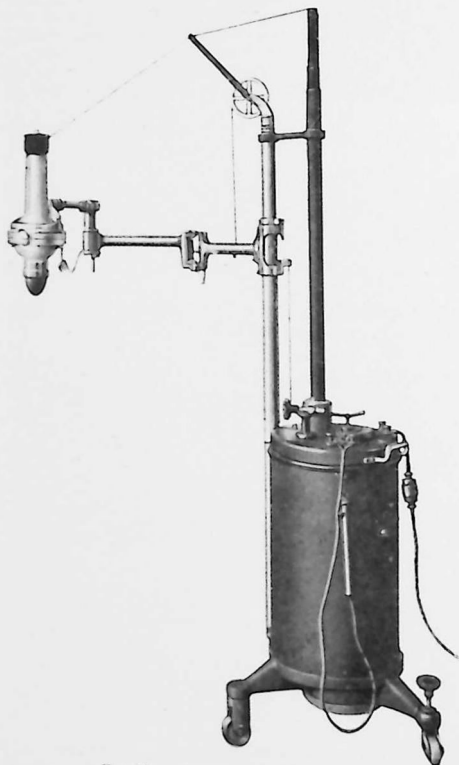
Appareil de radiographie dentaire, le bras déplié.
